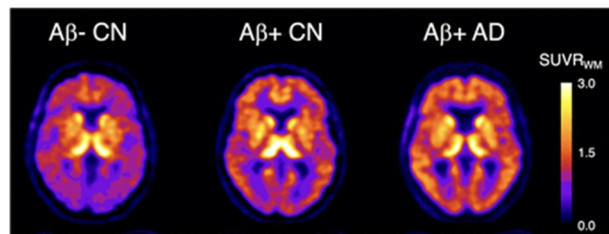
$\text{A}\beta$ -CN、 $\text{A}\beta$ +CN、 $\text{A}\beta$ +AD患者の ^{18}F SMBT-1 PET画像 (文献5から引用)
